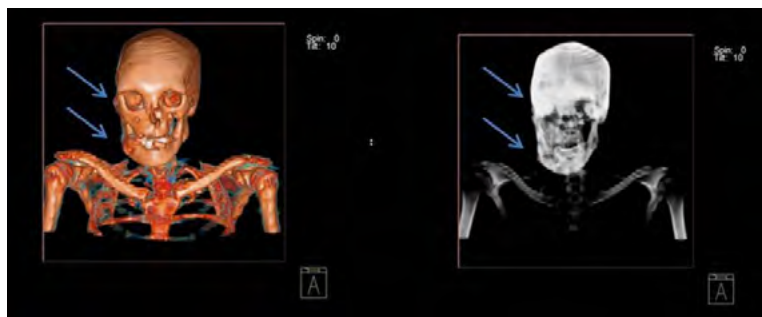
Пациентка М. Трёхмерная компьютерная томография костей черепа
